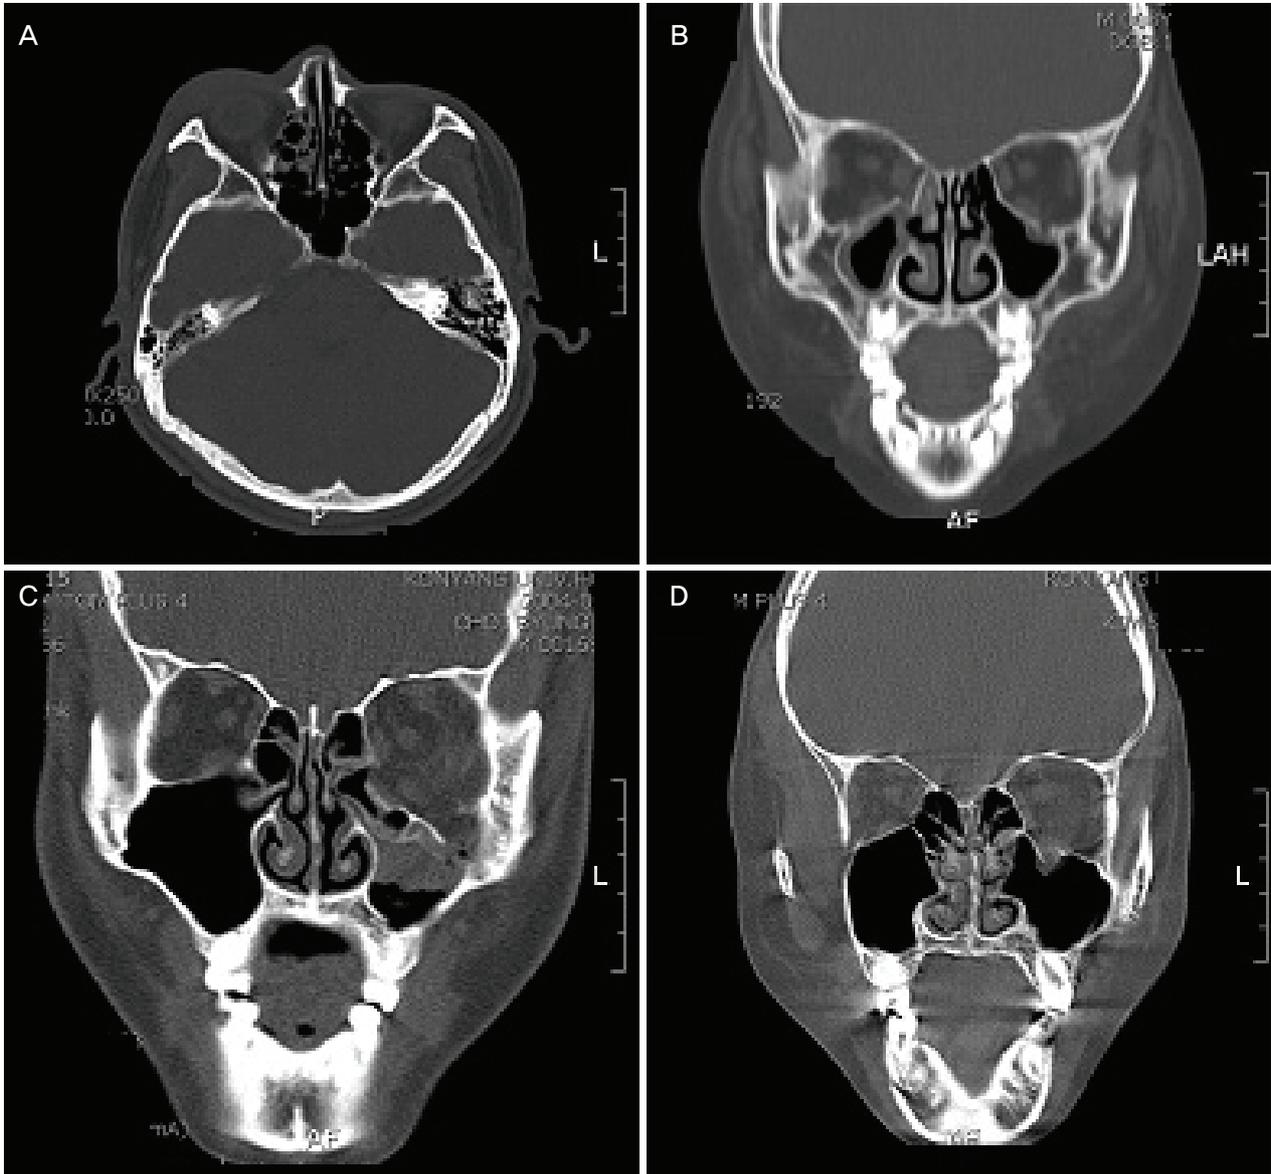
Cause of diplopia on the computed tomography of orbital wall fracture. (A) Soft tissue swelling, (B) Extraocular muscle swelling, (C) Soft tissue incarceration, (D) Extraocular muscle incarceration.
